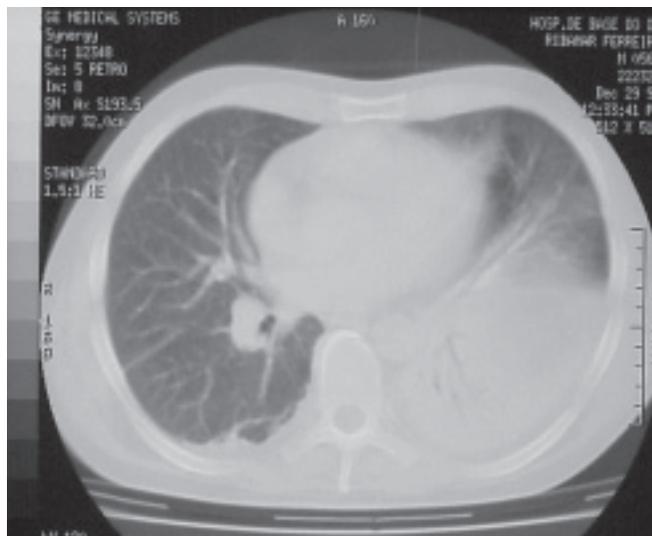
Tomografia computadorizada de tórax – oito dias após figura 2. Consolidação em base esquerda, associada a derrame pleural, com derrame pleural à direita de menor volume.
